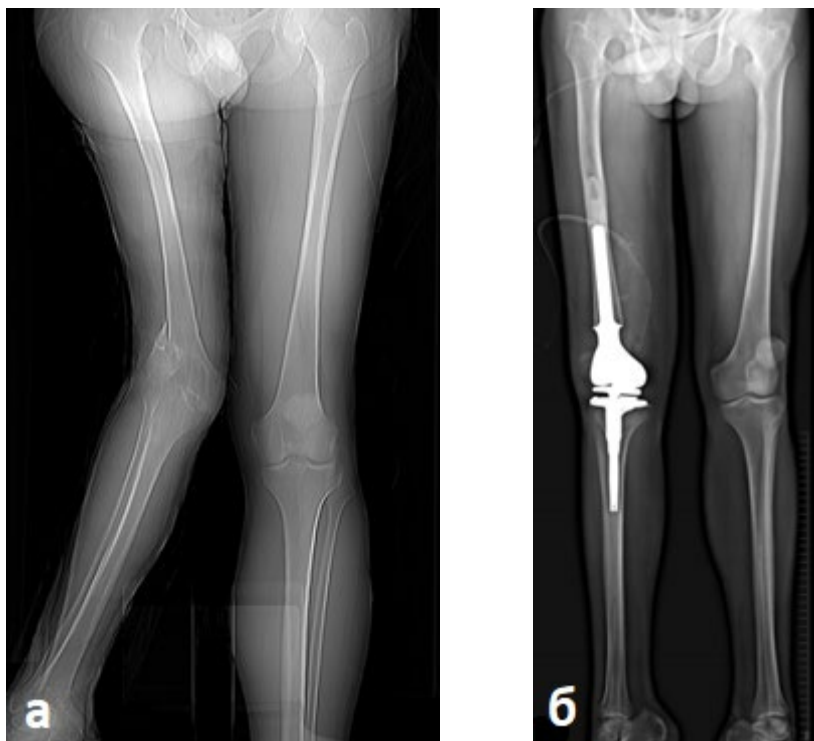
SLOT-рентгенография нижних конечностей (оригинальный рисунок):
